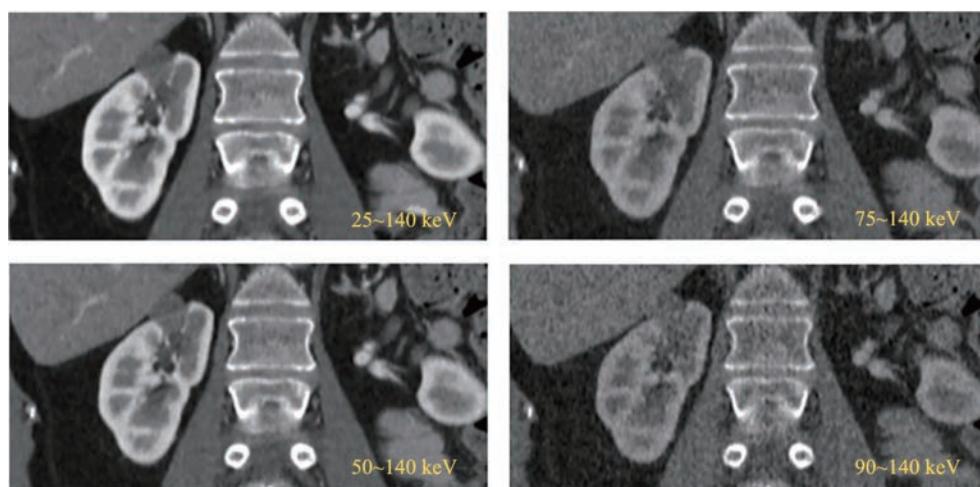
利用光子CT技术检索不同能量区间的光子^[15]
